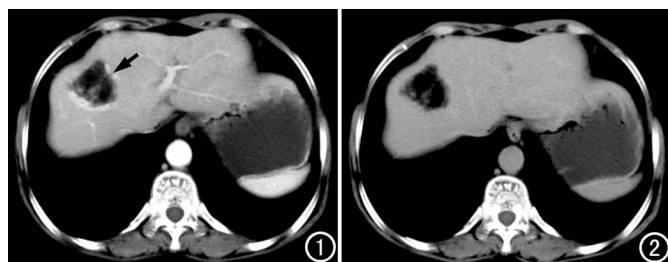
CT 增强扫描动脉期示肝右上叶有一类圆形低密度灶(箭), 大小约 $4.1\text{ cm} \times 3.9\text{ cm}$, CT 值 -72 HU , 边缘可见明显强化, 其内部条片状影有轻度强化。图 2 延迟扫描(3min)示病灶边缘及内条片状影密度减低, 呈等密度。
